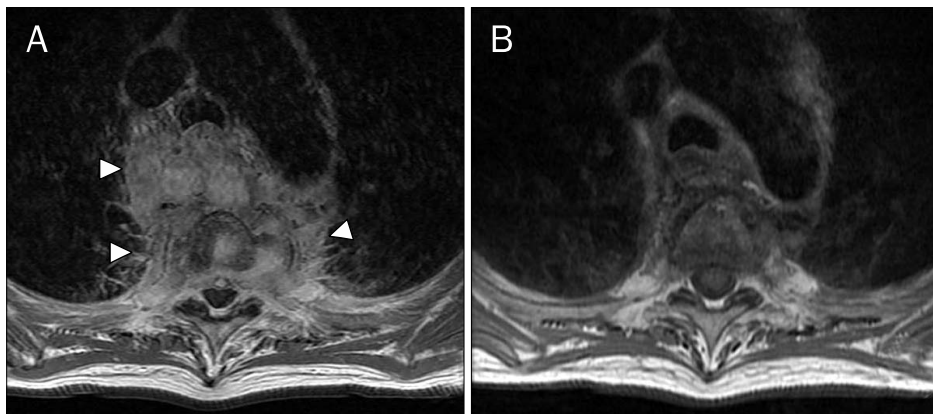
MRI findings. (A) Posterior mediastinal inflammatory mass that extends to intervertebral and epidural space can be seen (arrowheads). (B) Follow-up MRI taken after 4 months of treatment shows markedly decreased extent of posterior mediastinal inflammatory lesion.
